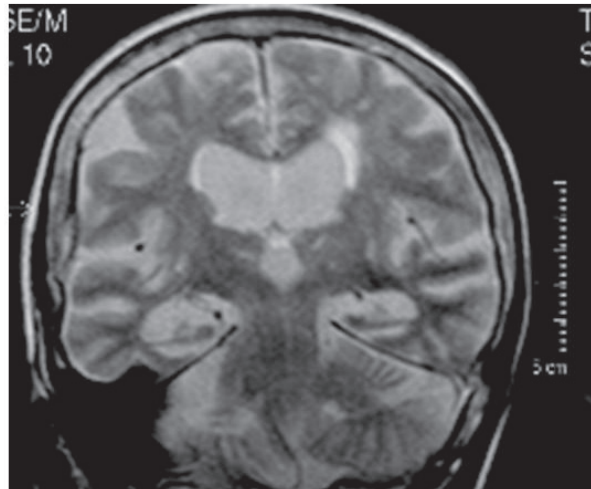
Resonancia nuclear magnética coronal secuencia T2, muestra ambos hipocampos atrofados.
